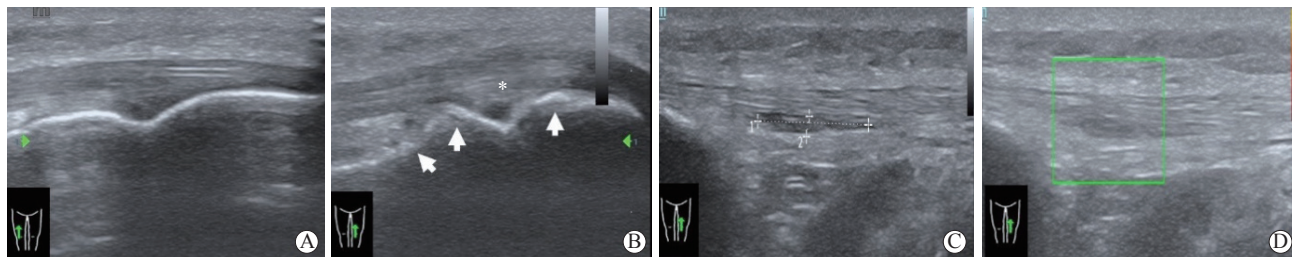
1例左侧胫骨结节骨软骨炎伴髌腱陈旧性损伤患者膝关节的超声表现
